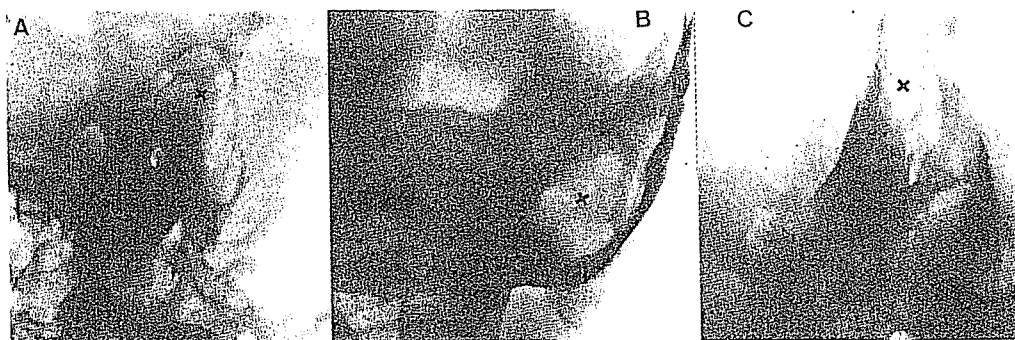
Radiografias da mastóide. A) projeção de *Schüller*; B) projeção de *Stenvers*; C) projeção de *Mayer*. Grande colesteatoma do antro (X). Observar a fina parede osteosclerótica da cavidade colesteatomatosa.
